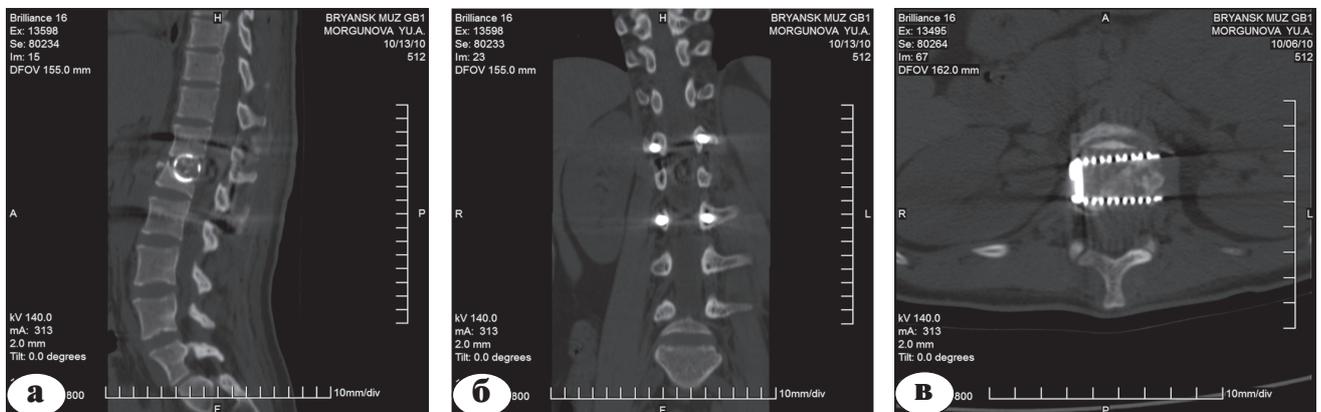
Томограммы позвоночника пациентки М., 22 лет, после операции: а – сагиттальная проекция; б – фронтальная проекция; в – горизонтальная проекция на уровне травмированного позвоночно-двигательного сегмента. Компрессия дурального мешка устранена, кифотическая деформация корригирована
